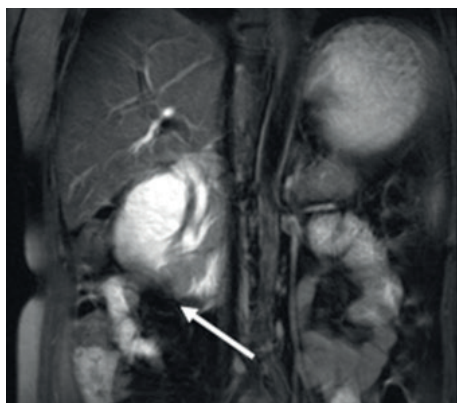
Пациентка Т. МРТ брюшной полости 01.04.2016 г. Опухоль нисходящей части ДПК, стенозирующая просвет кишки (показана стрелкой).
